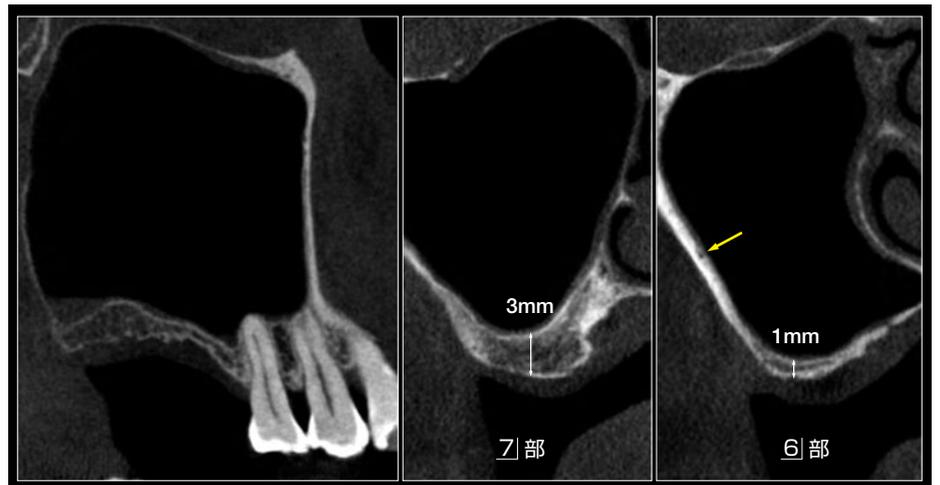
術前のCT像。76 欠損部の上顎洞底部は逆U字型であった。歯槽骨頂から上顎洞底部までの垂直的骨量は6部が1mm、7部は3mmであった。また上顎洞頬側骨壁には後上歯槽動脈の走行が認められた(黄矢印)。
